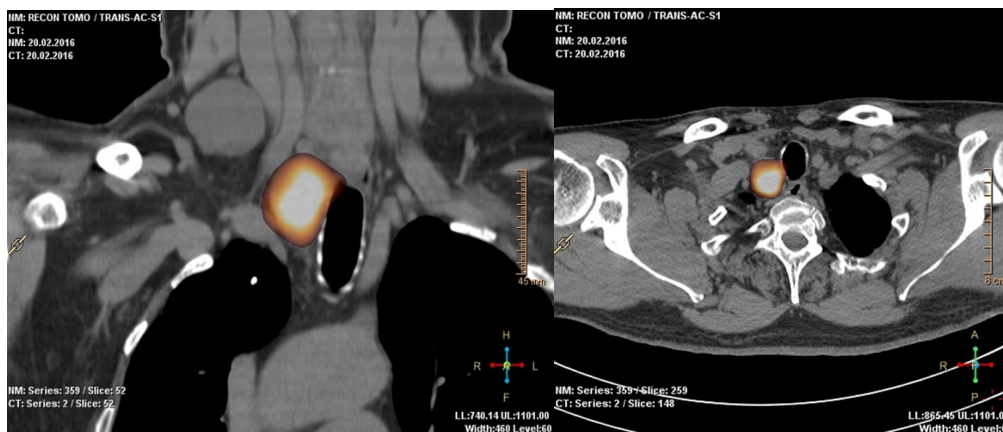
Результат посттерапевтической ОФЭКТ-КТ пациента I группы.
